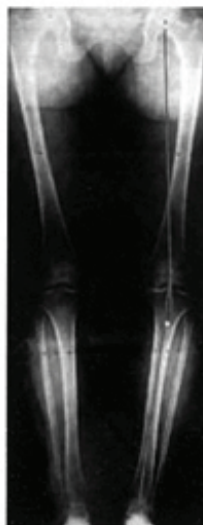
Radiografia panorâmica com carga bipodal para mensuração do eixo mecânico.
